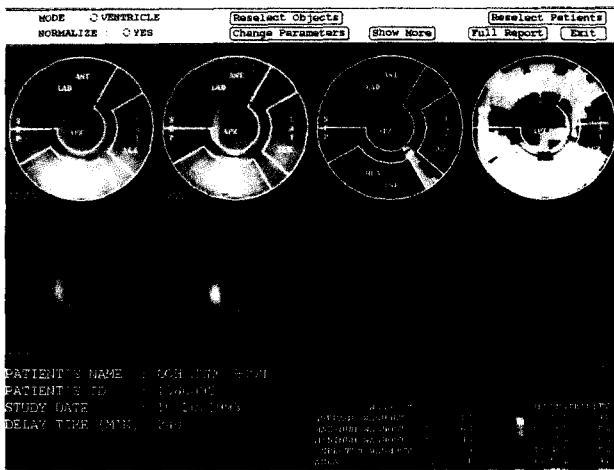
술전 Thallium 201 SPECT 소견. 좌심실의 전벽 및 측벽에 관류장애를 보여주고 있다.
